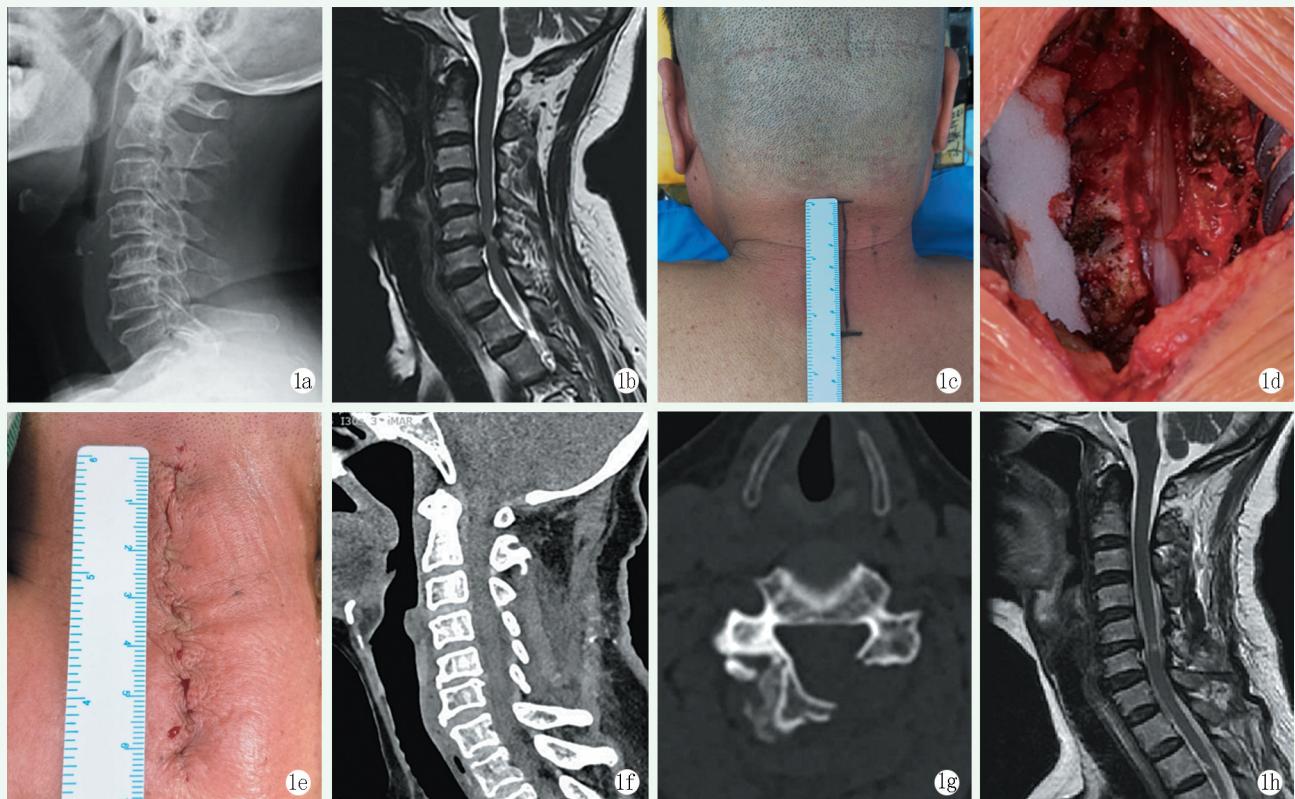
患者，男，69岁，因“肢体麻木无力并行走不稳2个月”入院。1a:术前颈椎侧位X线片显示颈椎曲度存在；1b:术前MRI示颈椎管狭窄，C<sub>3/4</sub>、C<sub>4/5</sub>、C<sub>5/6</sub>、C<sub>6/7</sub>水平黄韧带肥厚，C<sub>5/6</sub>、C<sub>6/7</sub>椎间盘突出，C<sub>5/6</sub>椎间盘水平脊髓受压最重并变性；1c:术前切口规划，长6 cm；1d:椎板成形后，丝线维持开门；硬膜囊膨胀良好；1e:缝合后切口外观，切口长度6 cm；1f, 1g:术后1周CT检查见门轴侧内层皮质连续，开门维持良好，椎管空间充裕；1h:术后1周MRI示颈椎管成形满意，脊髓压迫解除，颈椎曲度良好。
